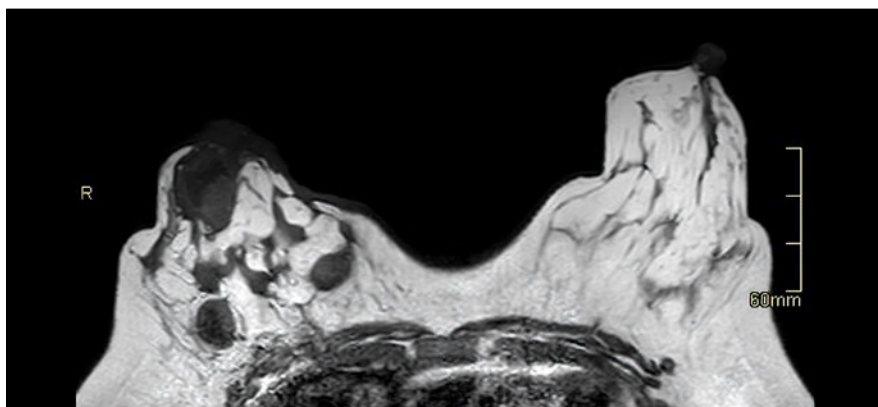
Imagen de RM mamaria en secuencia T1 donde se observa la presencia de múltiples zonas hipointensas comunicadas entre ellas que afecta la totalidad de la mama derecha.
